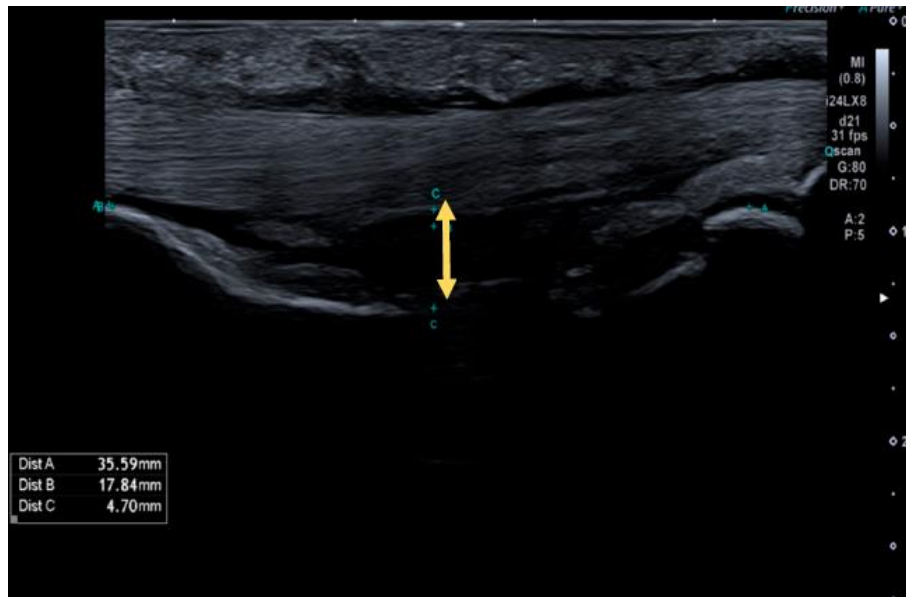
Ecografía (corte longitudinal) de falange proximal: valoración de polea A2.²³
